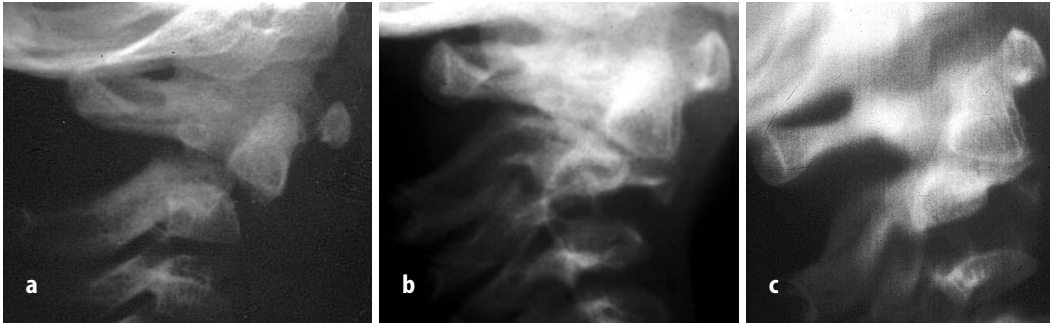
c ▲ Fehlverheilte Lösung der Synchondrose bei einem 2-jährigen Jungen. Die Röntgenaufnahmen stammen von Herrn Professor Dr. H.-J. Oestern, Chefarzt des Allgemeinen Krankenhauses in Celle, dem wir dafür herzlich danken. a Unfallaufnahme. Zu diesem Zeitpunkt war das Kind 1 Jahr und 3 Monate alt. Es war bei einem Autounfall im Kindersitz verletzt worden. Dabei rissen die Gurte des Sitzes ab. Auswärts wurde ein „Gipskorsett“ für 4 Wochen – wohl bei reponierter Verletzung – angelegt. 7 Wochen nach Abnahme des Gipsverbands wurde die erneute Dislokation bemerkt. Daraufhin erneute Ruhigstellung der HWS bis zur Vorstellung in Celle 5 Monate später. b, c Zu diesem Zeitpunkt ist die Verletzung in Fehlstellung verheilt. Keinerlei klinische Symptome. Aus diesem Grund standen die Eltern operativen Maßnahmen ablehnend gegenüber. Verlaufskontrollen sind geplant
